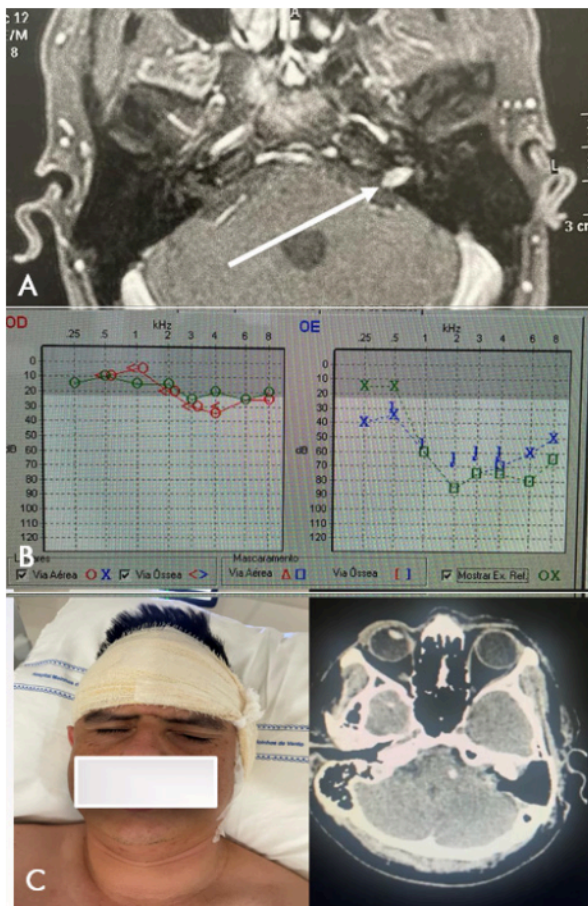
A) Ressonância nuclear magnética corte axial com gadolínio evidenciando tumor no meato a esquerda (seta branca); B) audiometria pré e pós-operatória, indicando preservação da audição; C) preservação do nervo facial (inferior esquerda) e ressecção tumoral (inferior direita).
